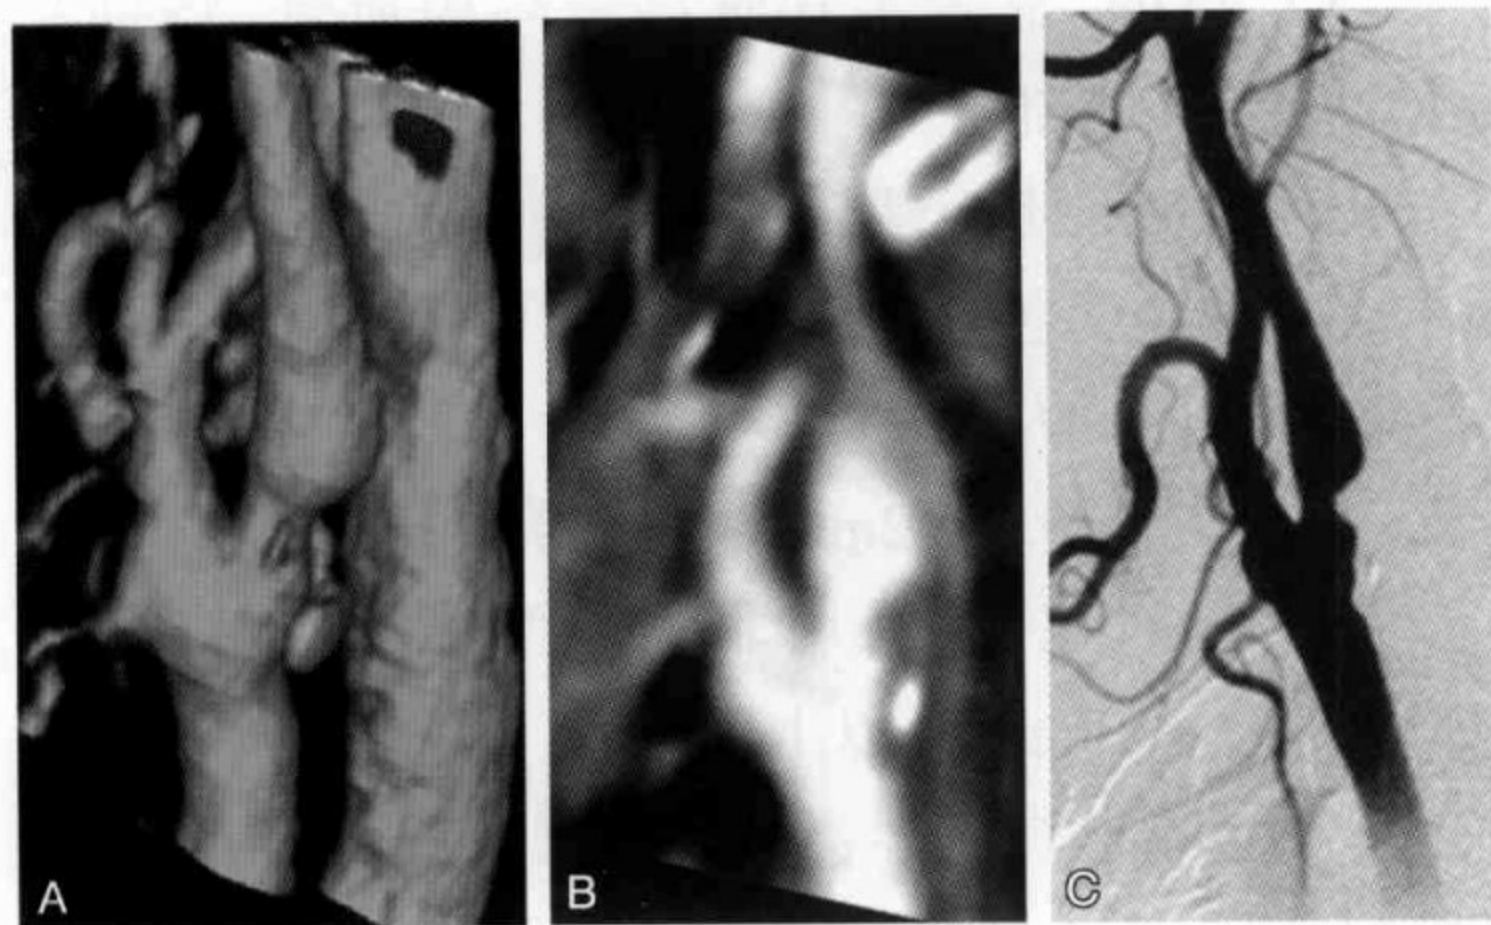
CTA-VR/MPR 及 DSA 血管造影
